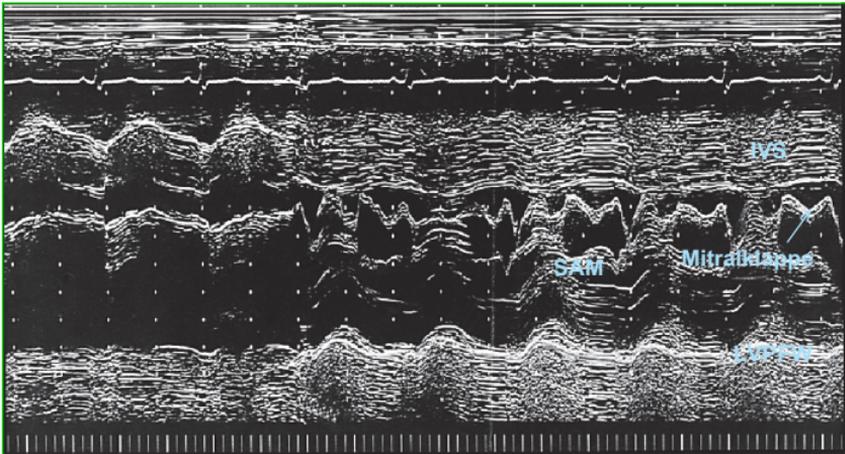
M-Mode-Echokardiografie bei HOCM [T125].
